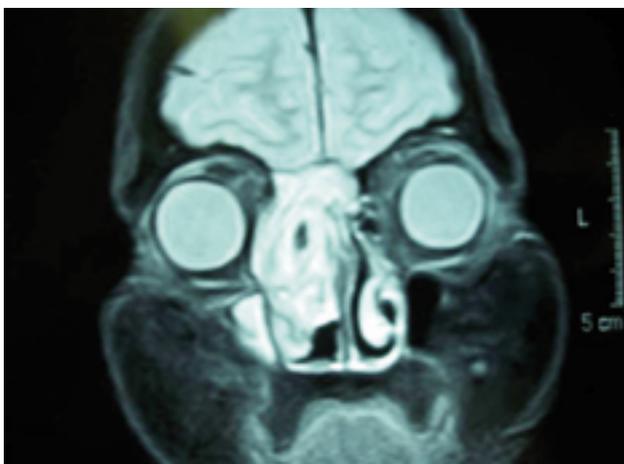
Corte coronal de RM en que se pone de manifiesto el alcance de la tumoración, y su relación con las estructuras vecinas.
